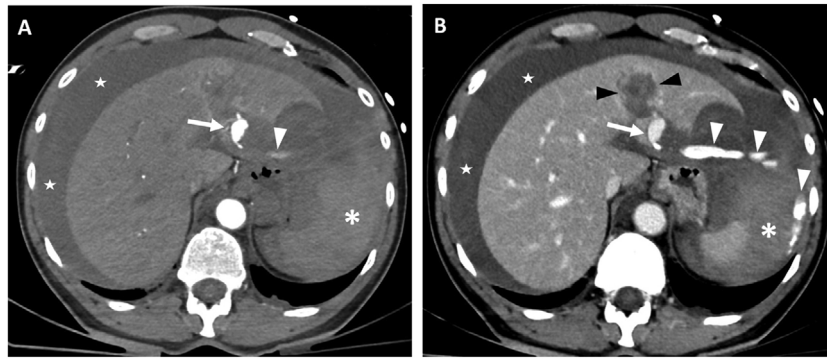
[CS1]Lesión vascular contenida y sangrado activo. Paciente mujer de 51 años que tuvo accidente con patinete eléctrico, con inestabilidad hemodinámica mantenida con protocolo de transfusión masiva. TC en fase arterial (A) y portal (B). Extensa laceración hepática (flechas cortas negras) en el lóbulo izquierdo, sobre todo en el segmento 3, con pseudoaneurisma (flecha blanca) y sangrado activo arterial (puntas de flechas). Importante hemoperitoneo de predominio perihepático y periesplénico (asteriscos). El sangrado activo se manifiesta como focos de contraste extravascular mal delimitados, que aumentan de tamaño en las fases posteriores, mientras que las lesiones vasculares contenidas (pseudoaneurismas o fistulas arteriovenosas) son lesiones redondeadas bien delimitadas, de igual tamaño y con comportamiento vascular similar a las estructuras arteriales en todas las fases, por lo que son más evidentes en la fase arterial y lavan en las fases posteriores.
